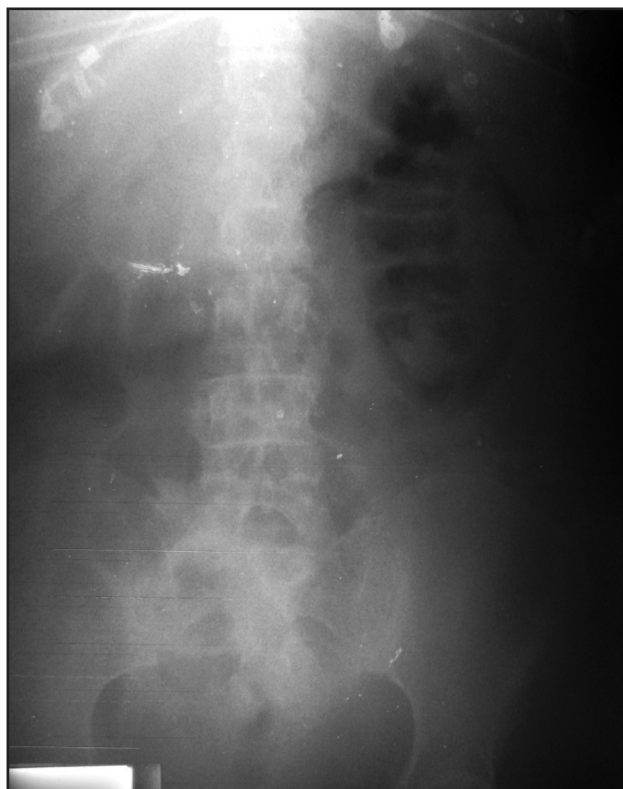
Radiografía de abdomen que evidencia un halo de gas rodeando la silueta renal izquierda, además aumentada de tamaño, confirmando la presencia de una pielonefritis enfisematosa.
